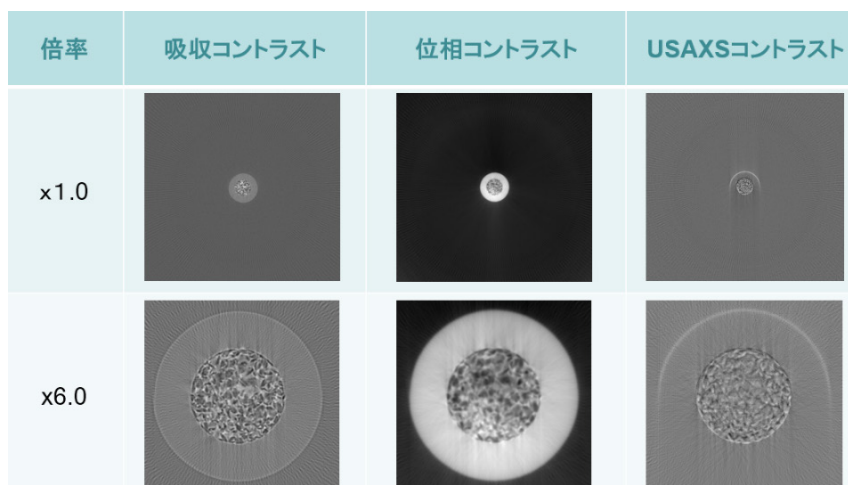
X線ズームABIによるマルチコントラスト断層像。試料は直径約3mmのプラスチックチューブ。
